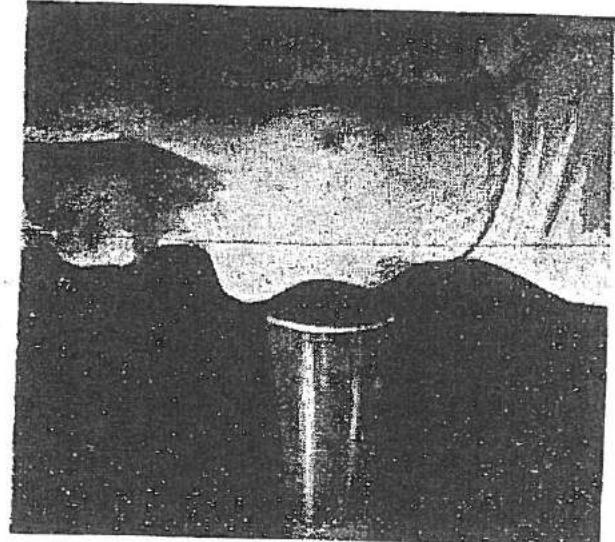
Radiografia sinului.
